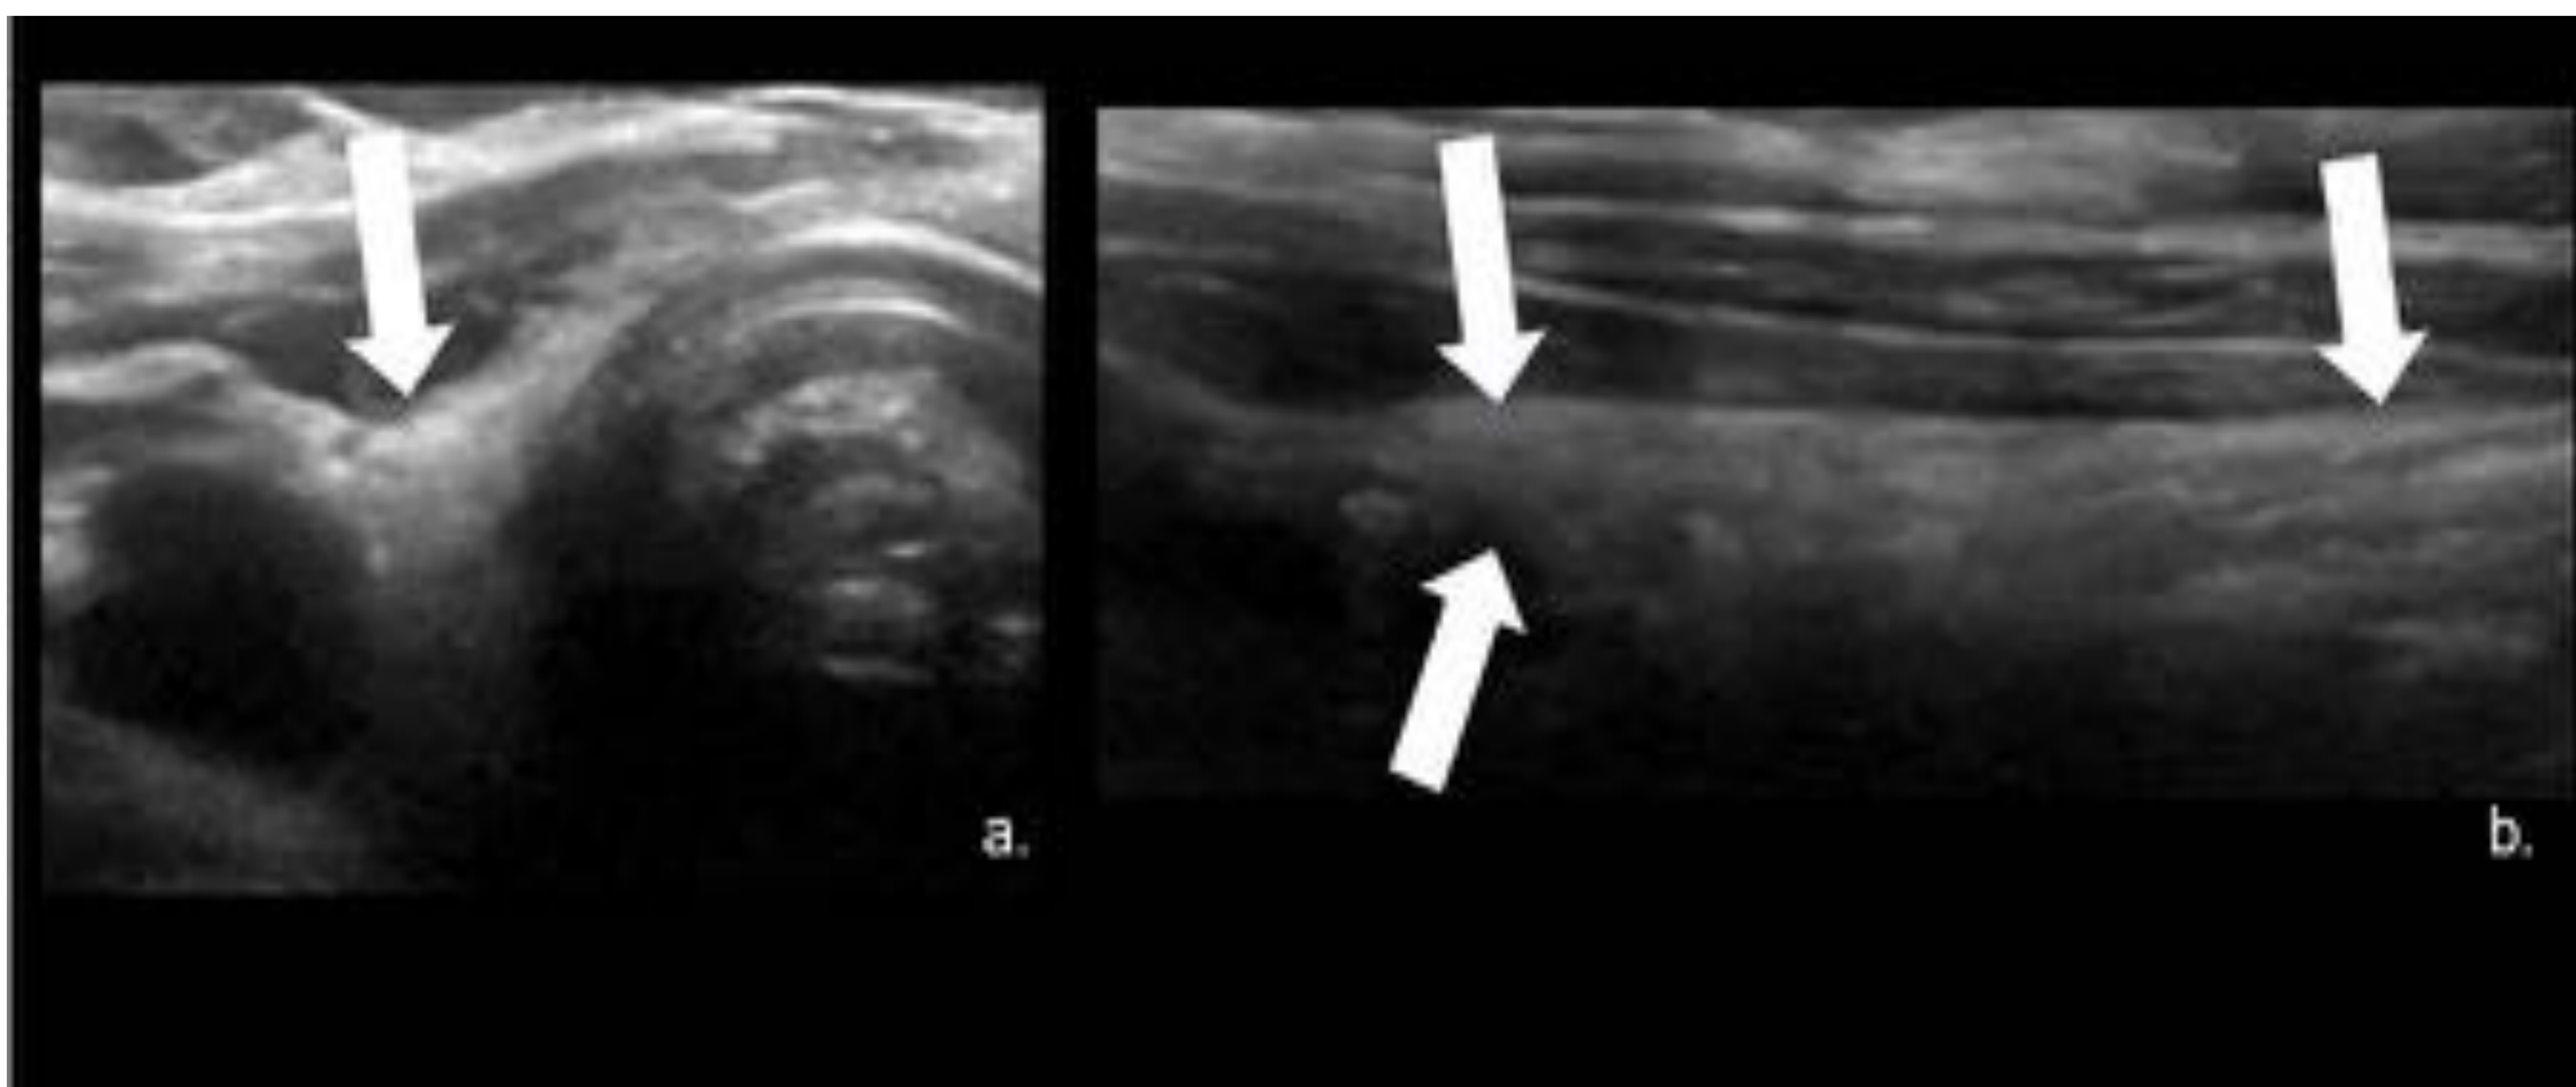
Lecho de Tiroidectomía. Ecografía corte transversal del cuello (a.) muestra un área homogéneamente hiperecoica con sombra posterior debido a la cicatrización fibro-grasa. Observe el desplazamiento medial de la arteria carótida. Corte sagital (b.) Muestra una imagen de forma triangular: Hospital Universitario Severo Ochoa. Leganés - España.
